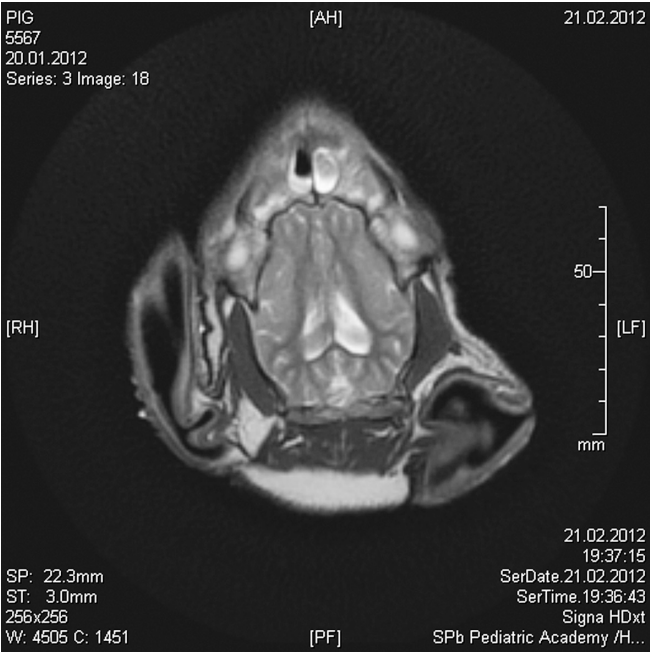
МРТ головы свиньи (поперечный срез)
